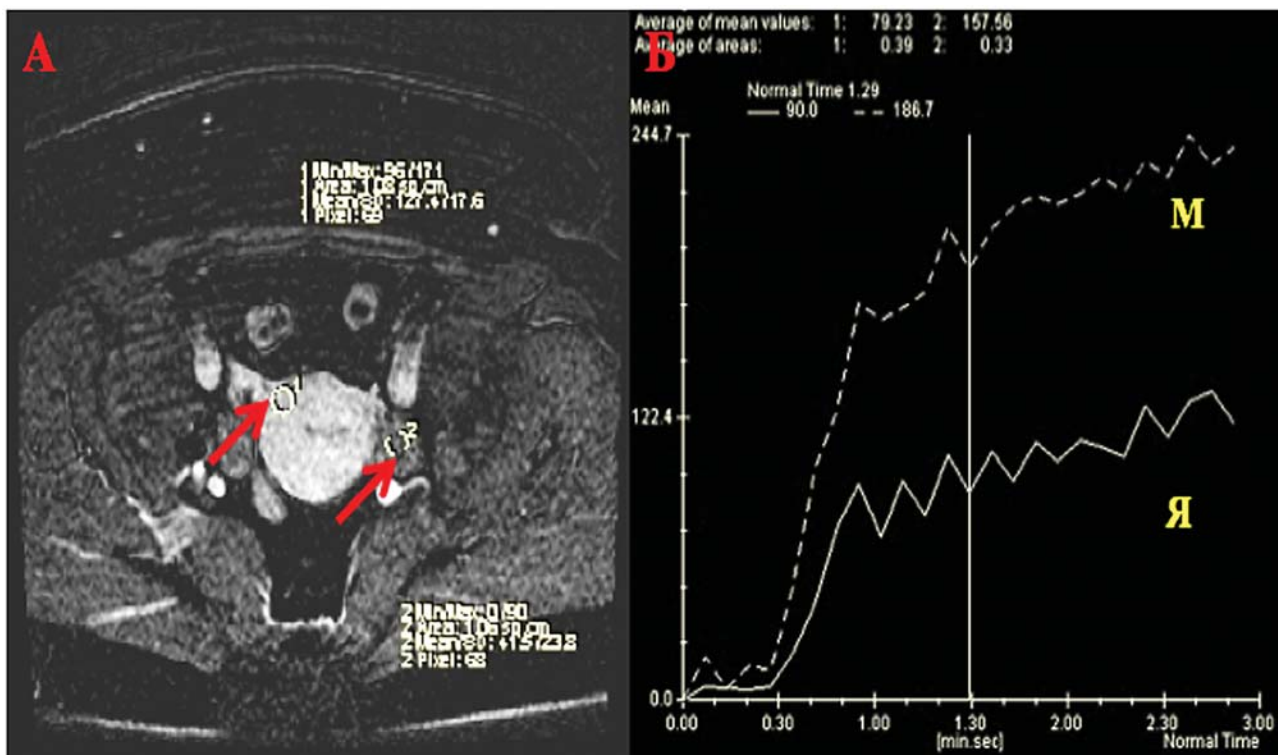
Женщина 28 лет без признаков неопластического процесса яичников. После введения МРКС на T1-ВИ (А, Б) неизменный яичник показал менее активный рост интенсивности сигнала МРТ по сравнению с неизменной тканью миометрия (Б — Я, М) — II тип динамической кривой
